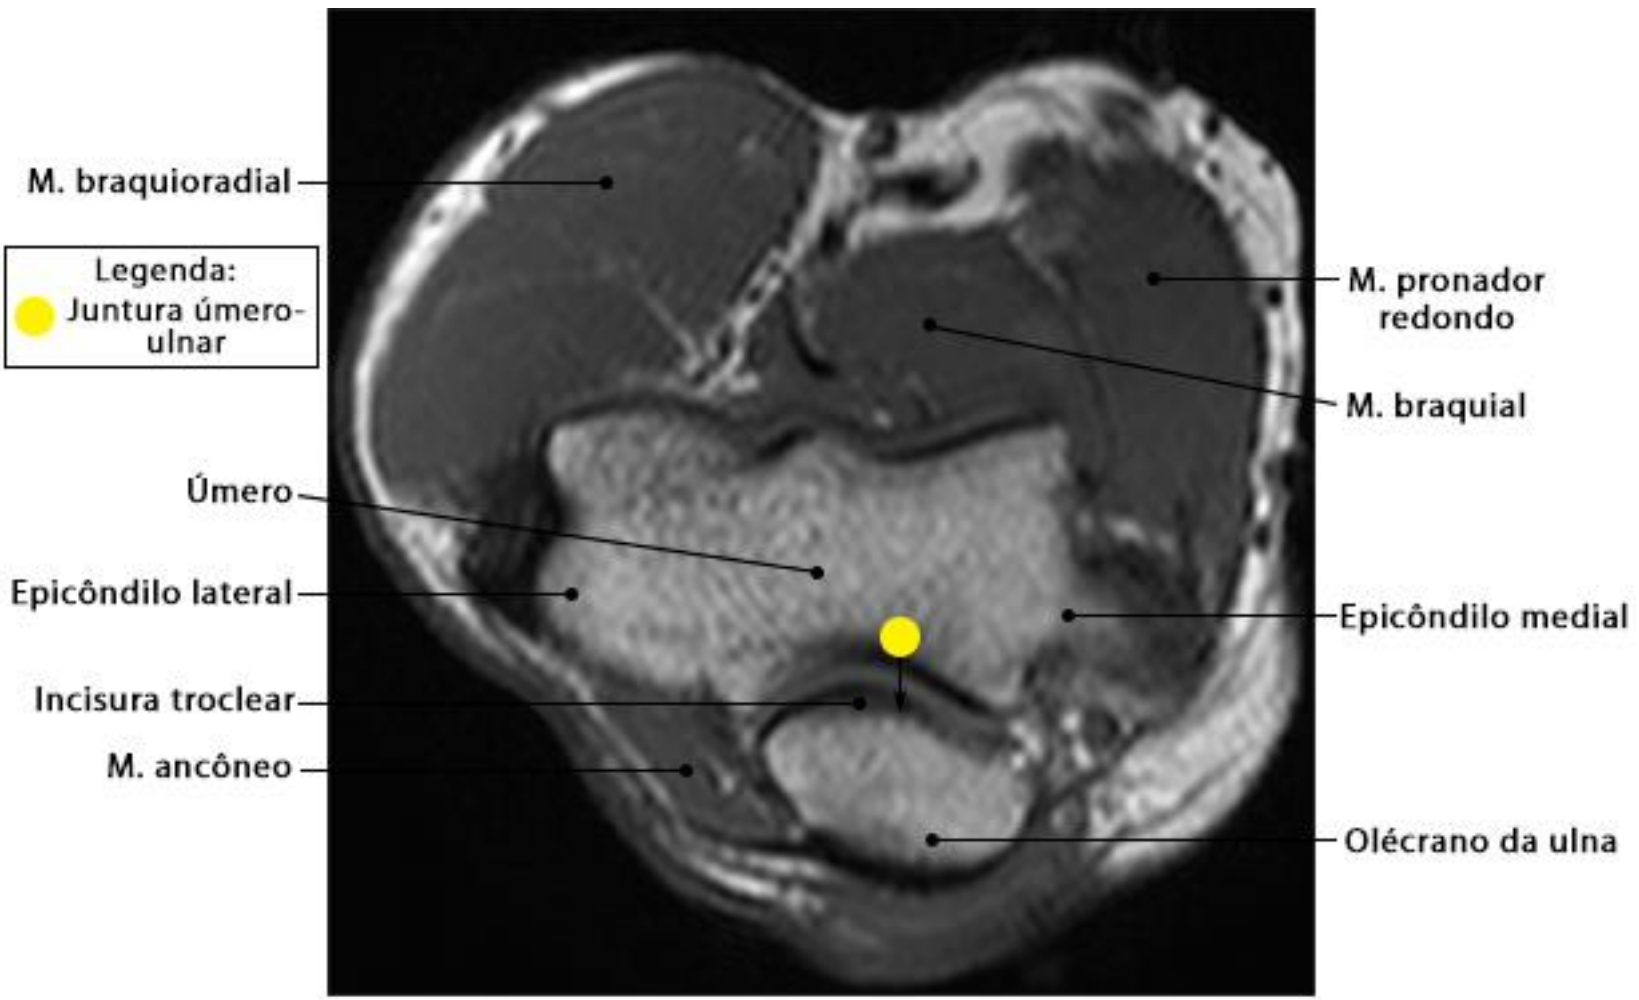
RM do cotovelo em corte axial com ponderação T1
